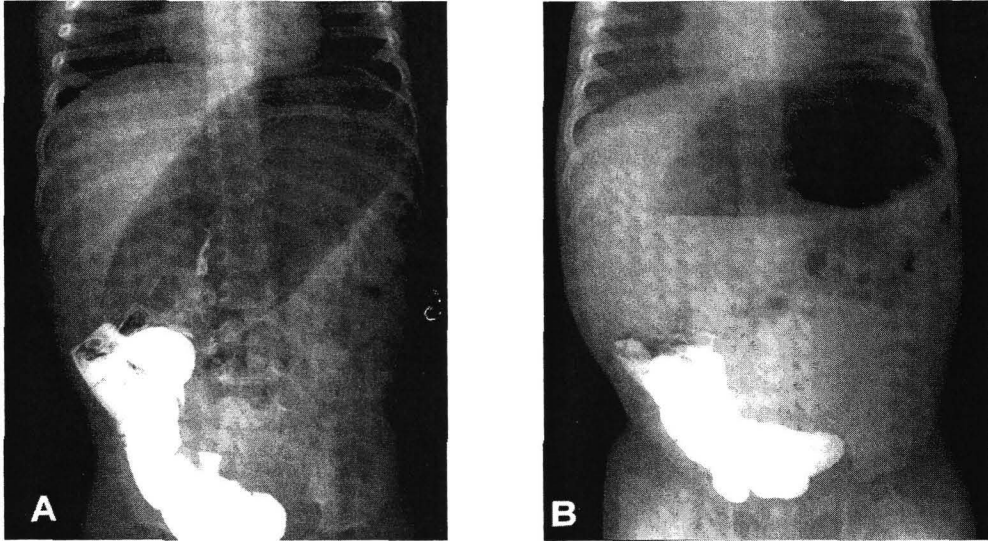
Plain abdominal radiographs showing a dilated spherical stomach (A; supine) and an air-fluid level (B; upright).
